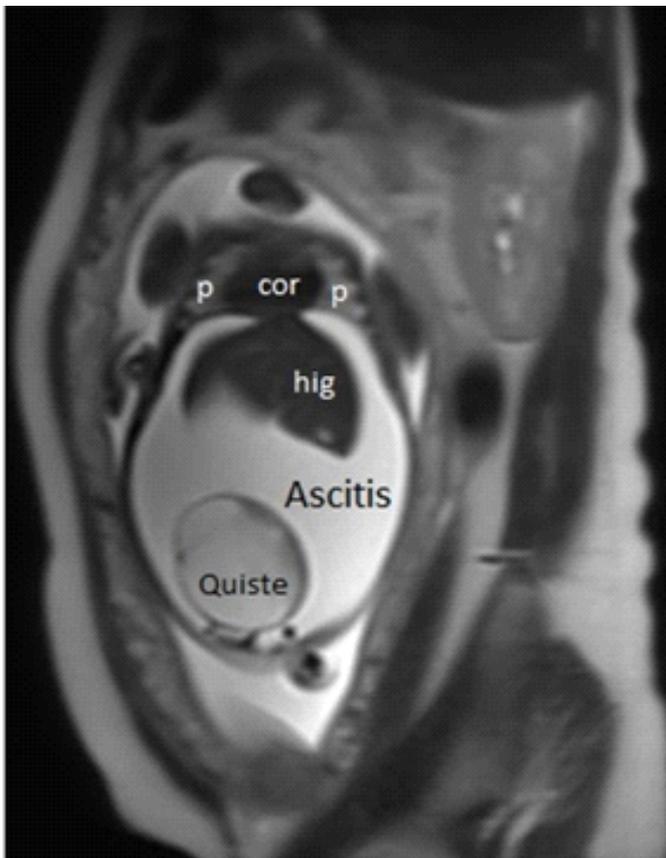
Imagen de resonancia magnética fetal en la que es posible visualizar la formación quística rodeada de líquido ascítico y la cavidad torácica reducida de tamaño por compresión debido al ascenso de la cúpula diafragmática.
